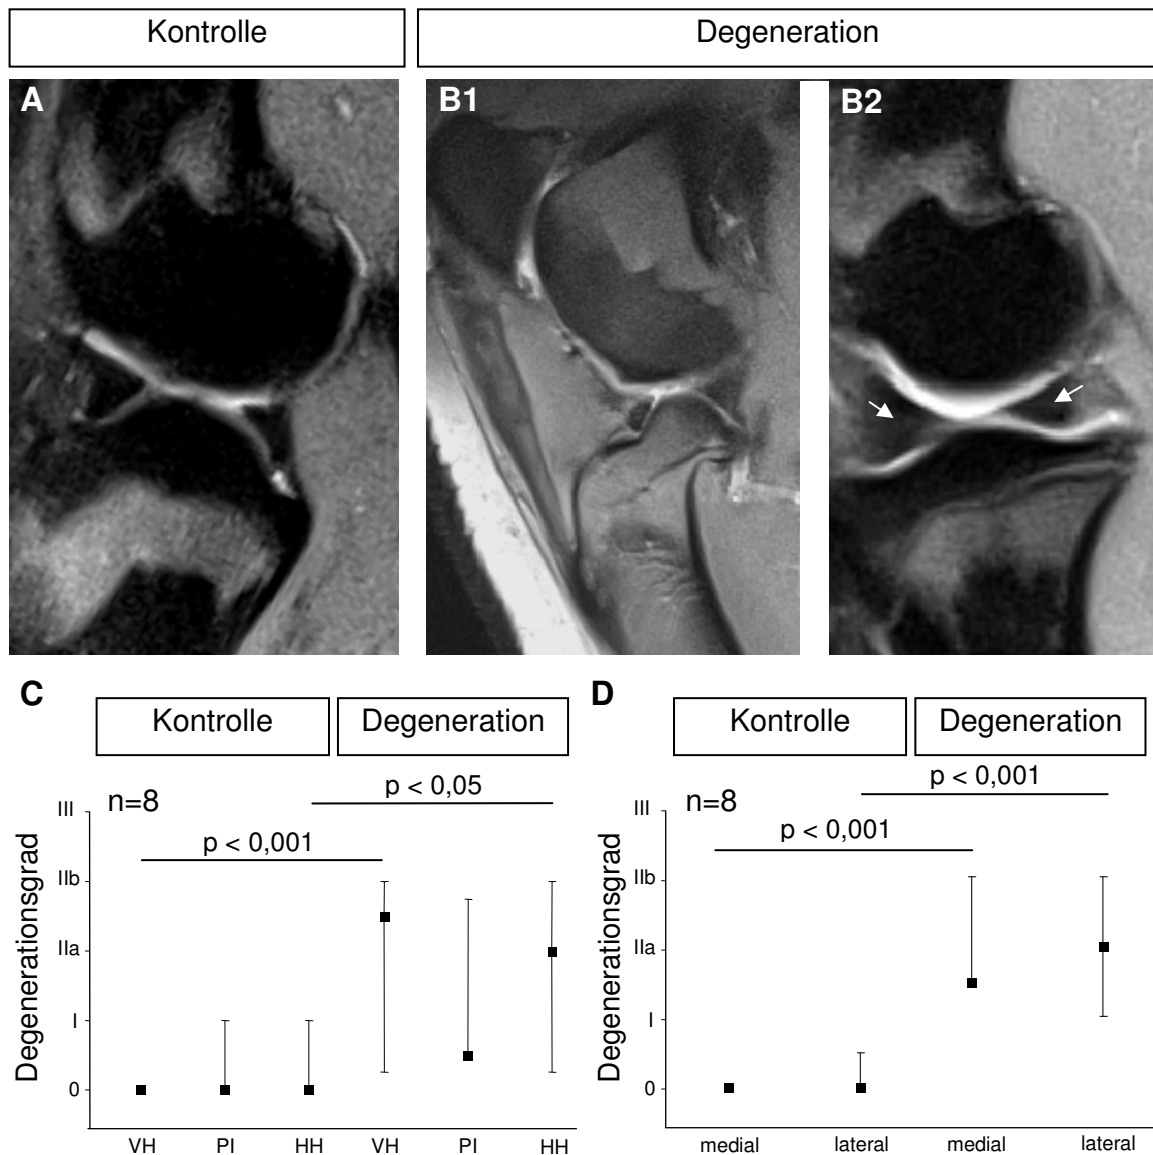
Kernspintomographische Untersuchung und Auswertung der Kniegelenke der Kontrollgruppe und des Degenerationsmodells. Im sagittalen Schnittbild eines Kontrollknies (A) stellt sich der mediale Meniskus homogen und schwarz dar. Femur und Tibia stehen aufeinander. Im Kniegelenk des Degenerationsmodells kommt es durch das fehlende vordere Kreuzband zur Verschiebung der Tibia nach vorne (B1). Diese Kniegelenke zeigen häufig eine intrameniskale Zunahme der Signalintensität (B2, Pfeile). Durch die Änderung der Signalintensität wurde der Degenerationsgrad von Vorder-, Hinterhorn (VH, HH) und Pars intermedia (PI) aller medialen Menisken bestimmt (C). Sowohl die medialen als auch die lateralen Menisken des Degenerationsmodells zeigen eine deutliche Degeneration im MRT im Vergleich zur Kontrollgruppe (D).
